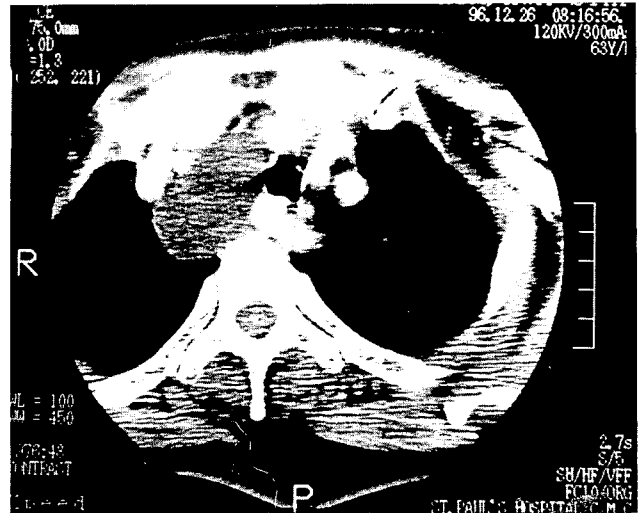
Computer tomography of the chest. The cystic mass is shown to be located in the anterior-superior mediastinum. Tracheal deviation is seen and the wall is shown to be paper thin.
